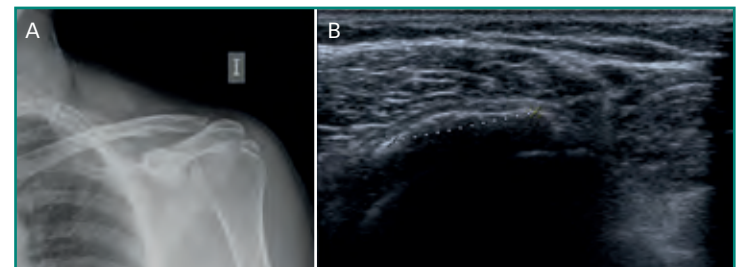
Tendinopatía calcificada del supraespinoso izquierdo en mujer de 46 años. A: Rx simple; B: ecografía, derecha.
